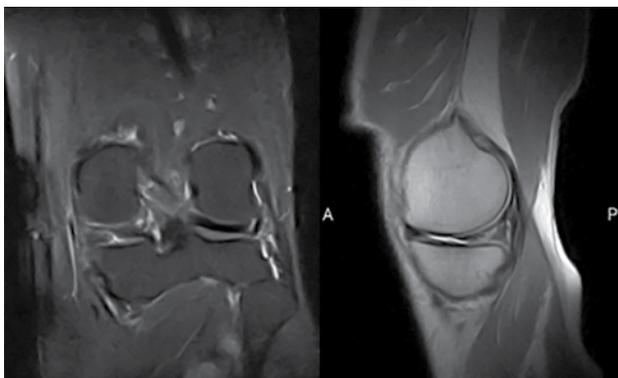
RMN de rodilla izquierda. Corte coronal y sagital. Lesión compleja del menisco interno.
